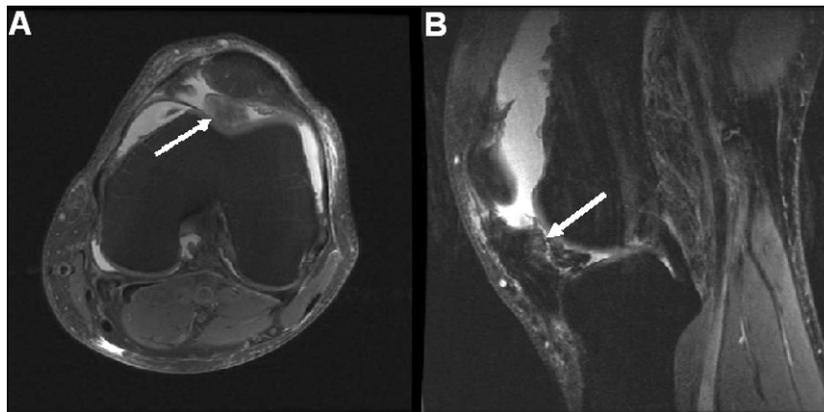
Resonancia magnética de rodilla. A: Corte axial donde flecha indica foco de sinovitis villonodular pigmentada (SVNP) focal. B: Corte sagital donde flecha indica foco de SVNP focal.
